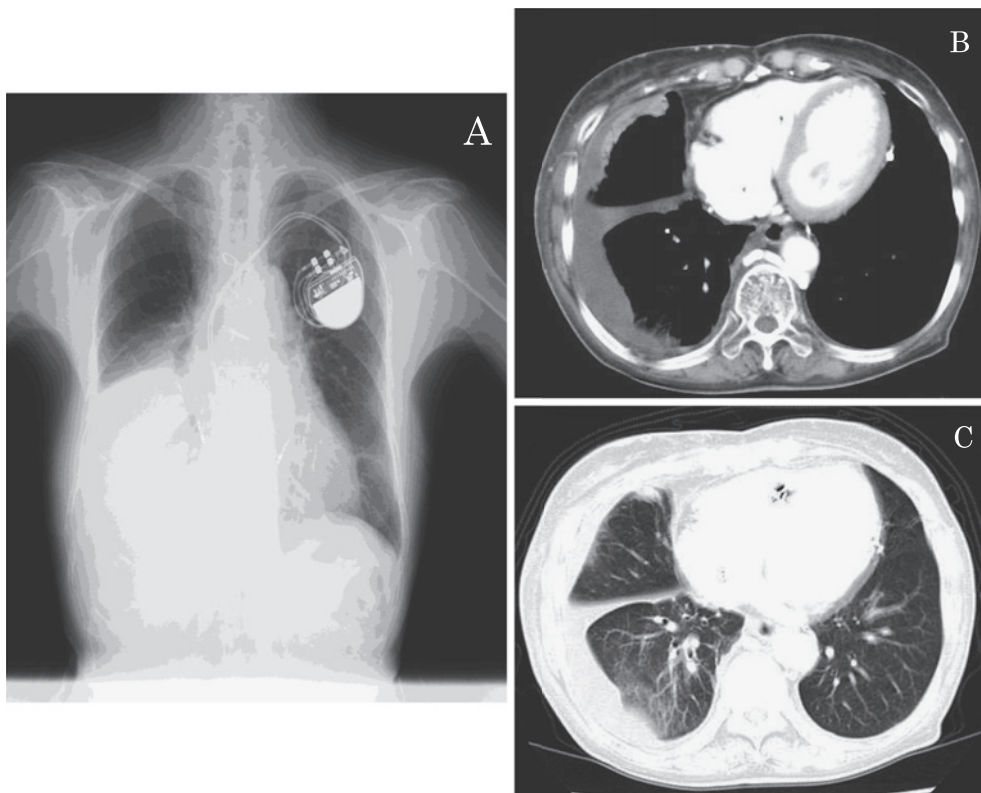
Chest X-ray film showing right pleural effusion. A pacemaker can be seen in the left side of the thorax (A).
